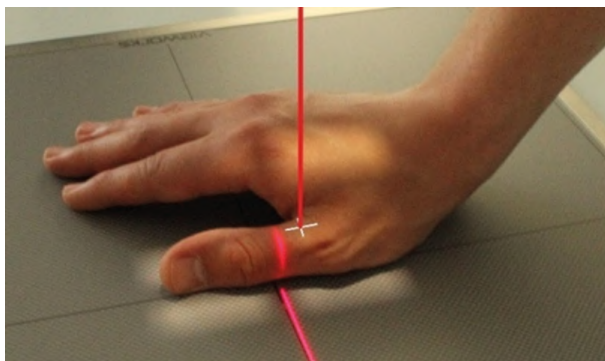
Рентгенография большого пальца. Боковая проекция
